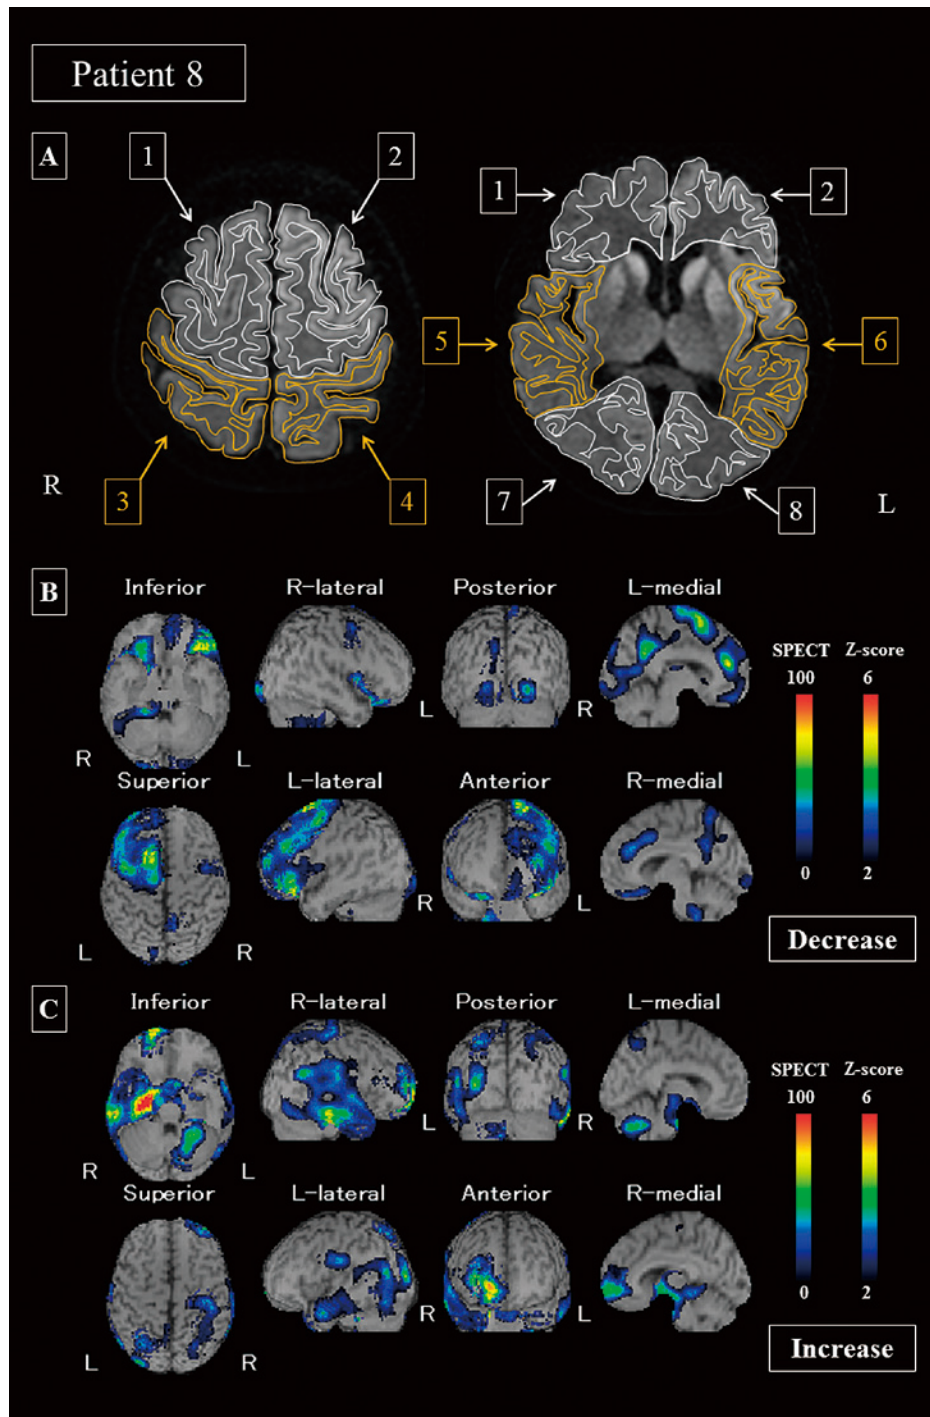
DWI-MRI and SPECT images from Patient 8.
